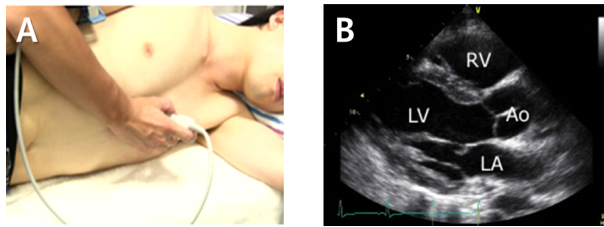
A: The probe located approximately on the 3rd and 4th intercostal space left parasternal. The probe's index mark is directed towards the patient's right shoulder. B: The right (RV) and the left ventricle (LV), as well as the aortic bulb (Ao) and the left atrium (LA) can be displayed.
